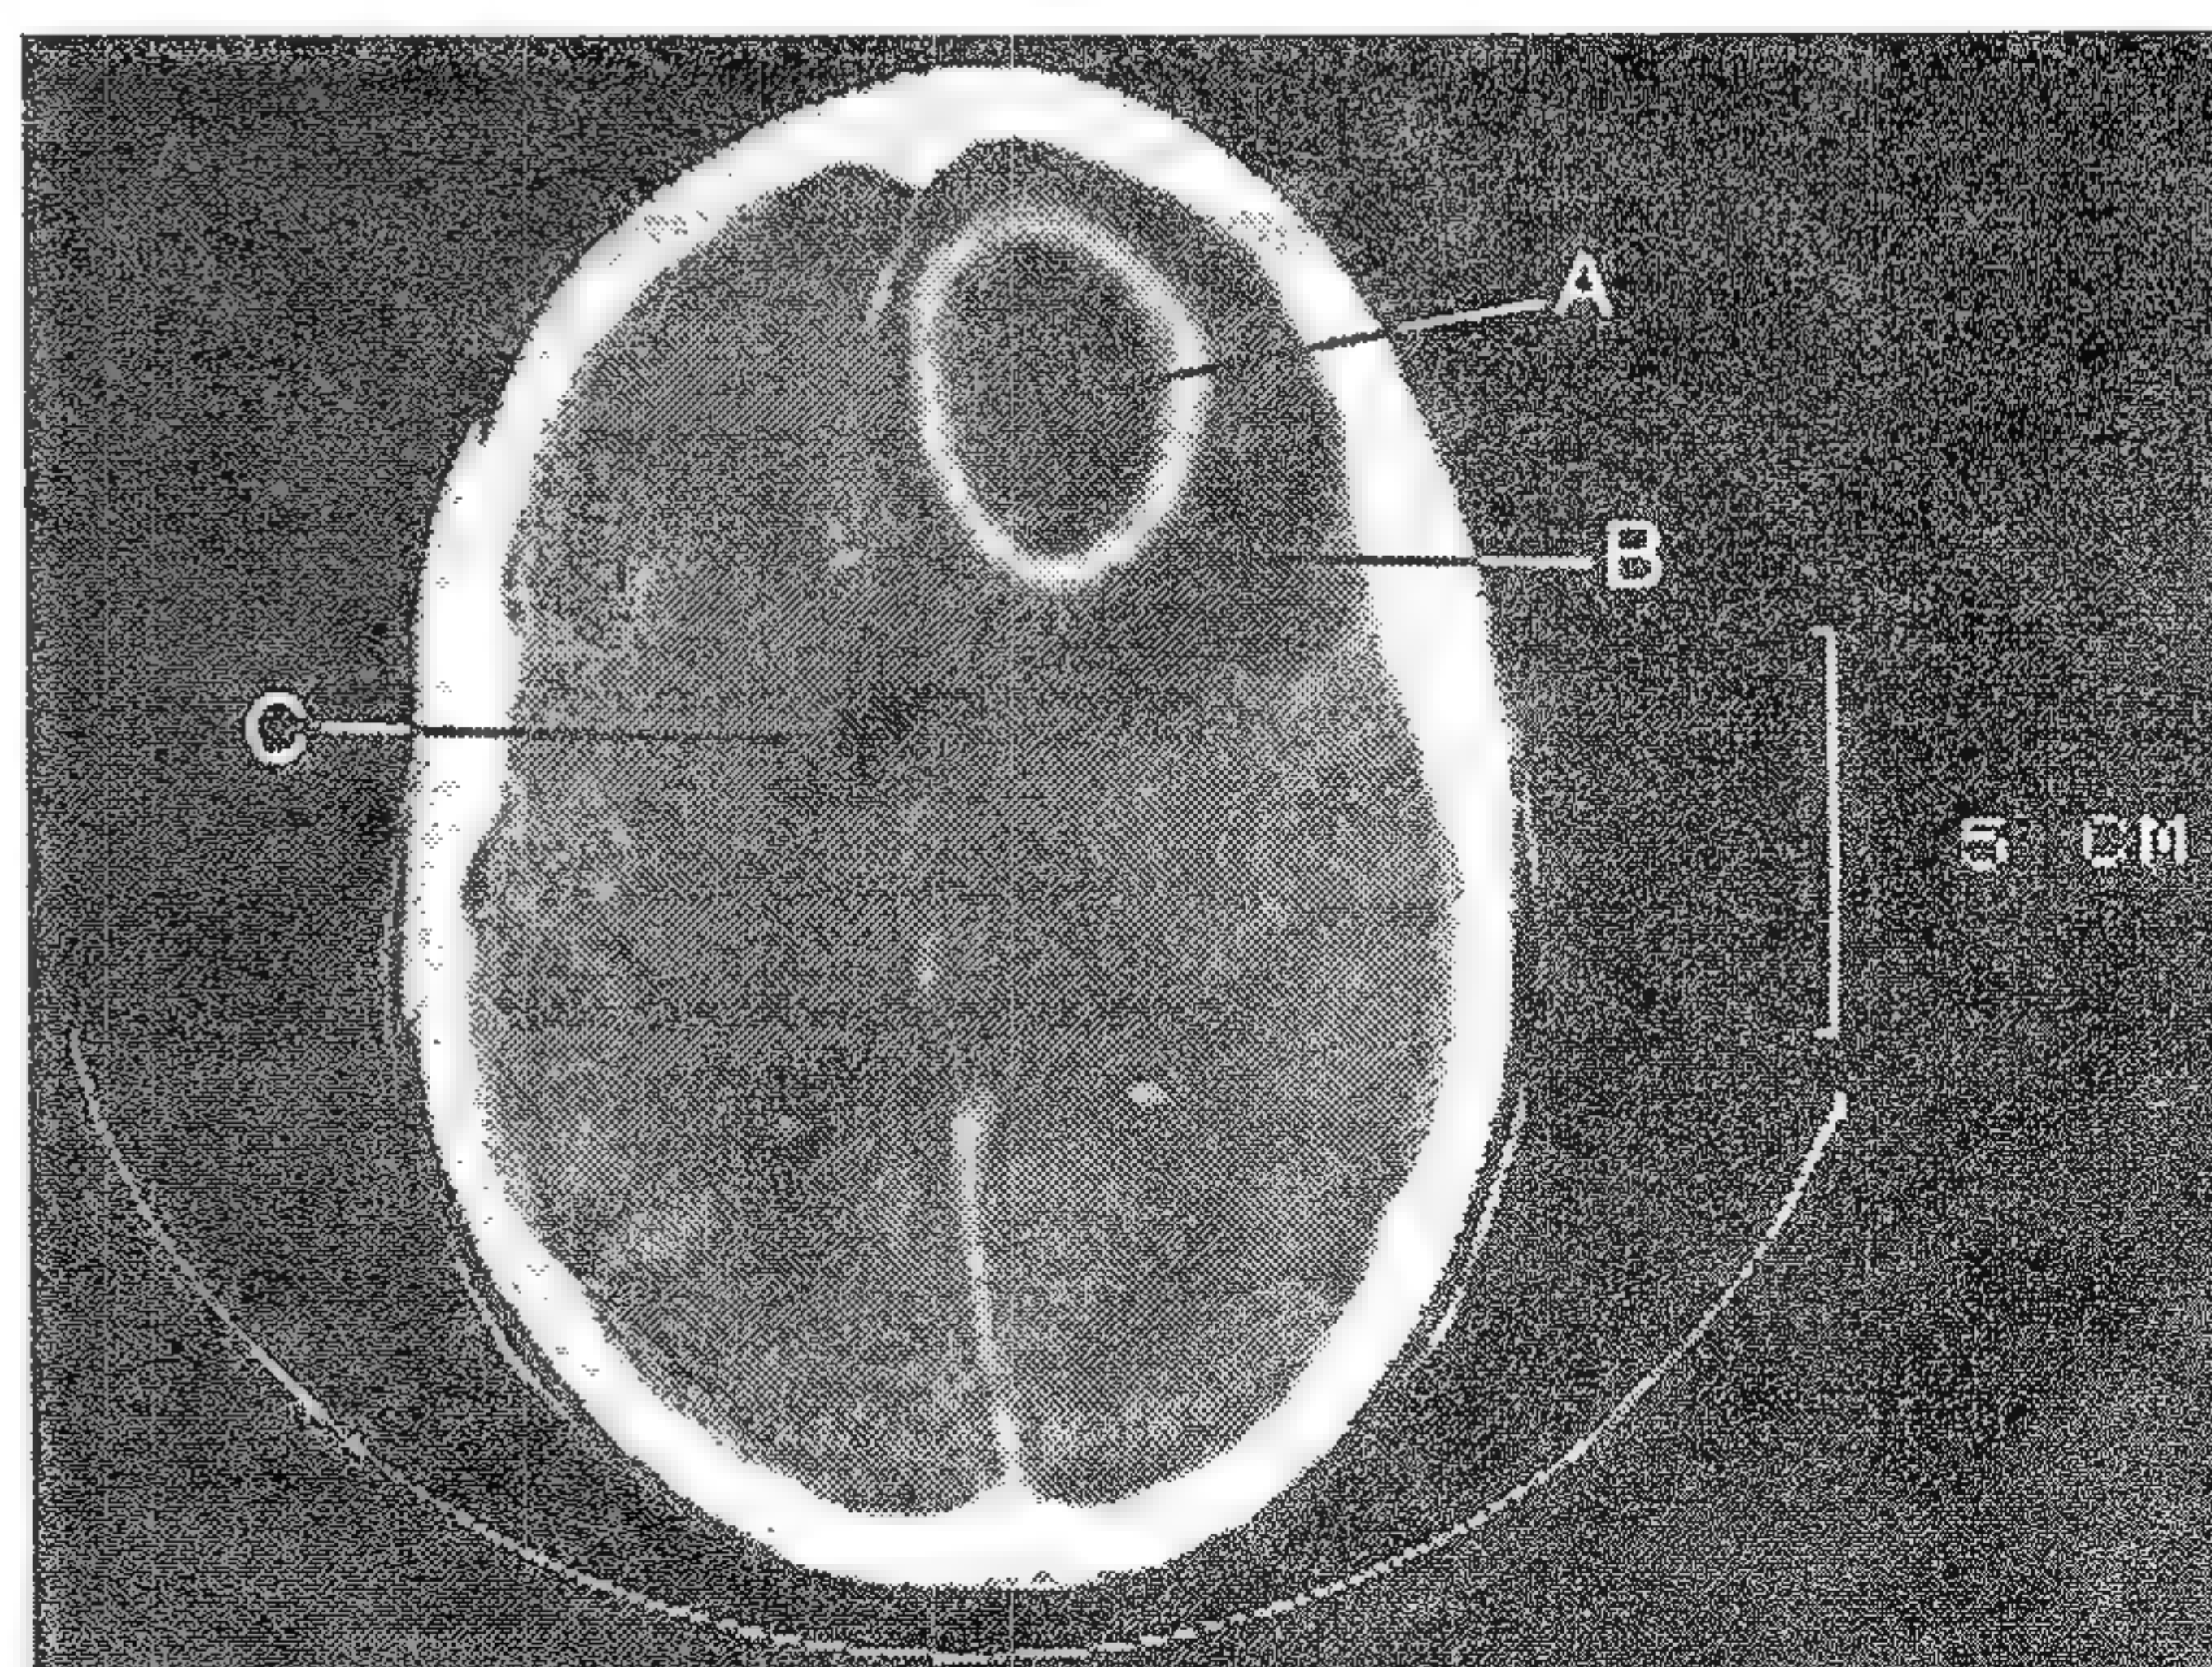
CT cu contrast arătând un abces cerebral frontal mare (A), înconjurat de edem (B) și însoțit de compresie ventriculară (C).
